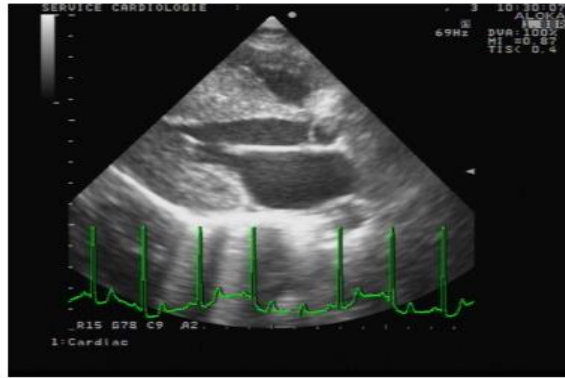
Coupe échographique PSGA d'un patient ayant une CMH diffuse
